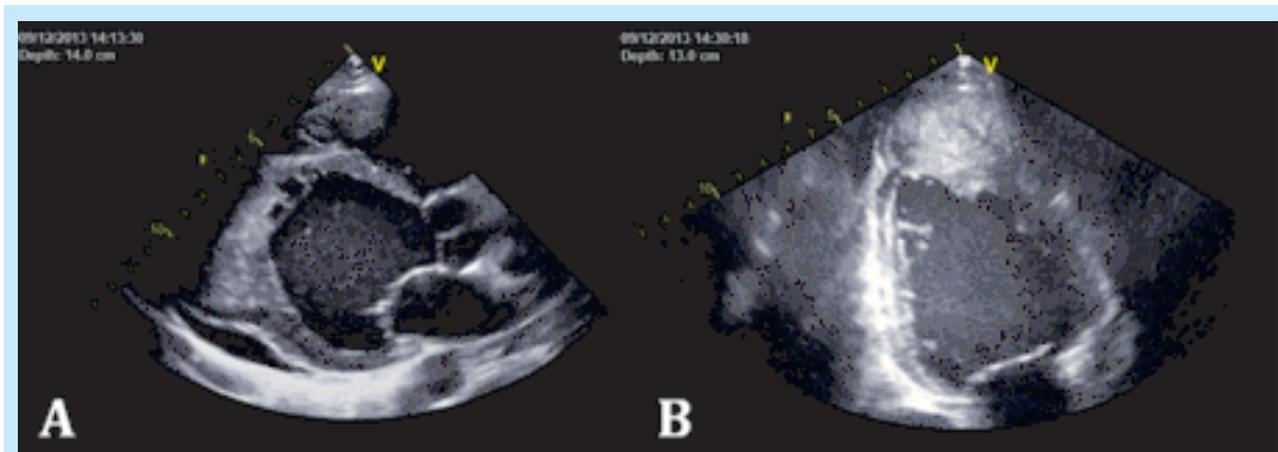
Echocardiographie transthoracique en coupe parasternale grand axe (A) et 4 cavités centrée sur le VG (B) montrant une masse hyperéchogène de l'apex du VG.
